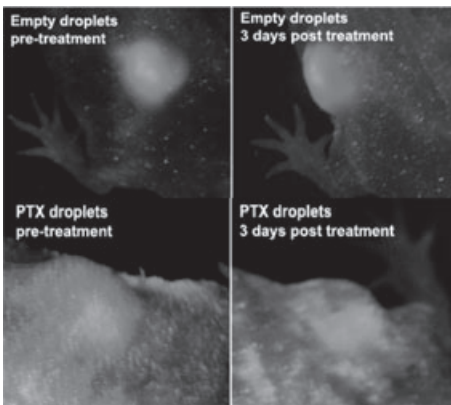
A. Subcutaneous pancreatic tumors transfected with red fluorescence protein (RFP) were systemically injected with empty (i.e. not drug loaded) or paclitaxel (PTX) loaded nanodroplets and sonicated by focused ultrasound delivered in a 4-mm circle. Cell death was observed only for drug-loaded nanodroplets.
